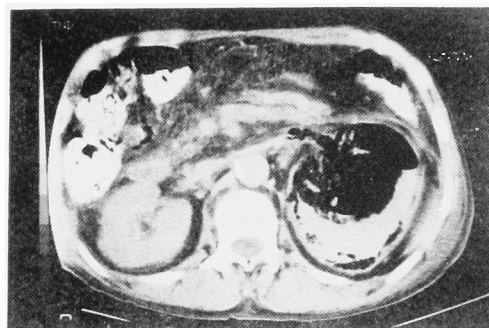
CT scanning shows the gas shadow in the left kidney (Case 2).
